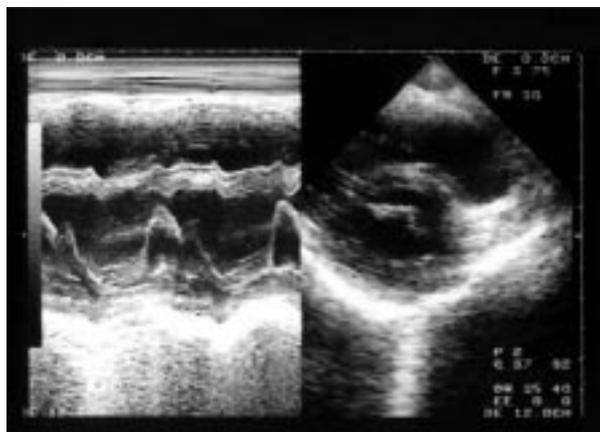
Ecocardiograma modo M (izquierda): movimiento anormal del septo interventricular con ventrículo derecho dilatado. Ecocardiograma bidimensional (derecho): se observa dilatación del ventrículo derecho. Segundo caso clínico.
